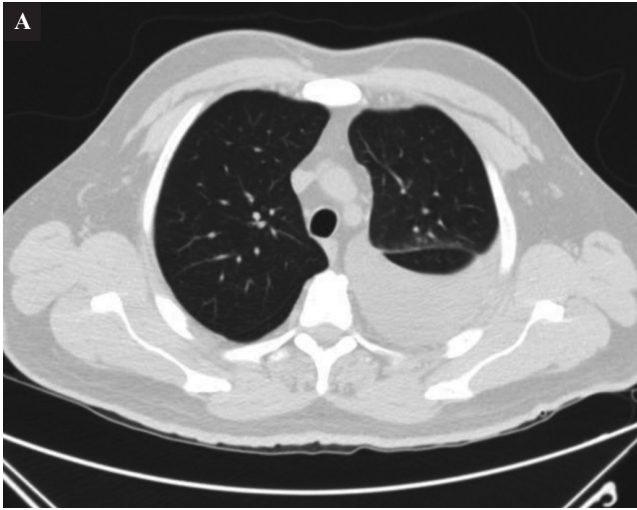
Angio TC (04/04/2022).
